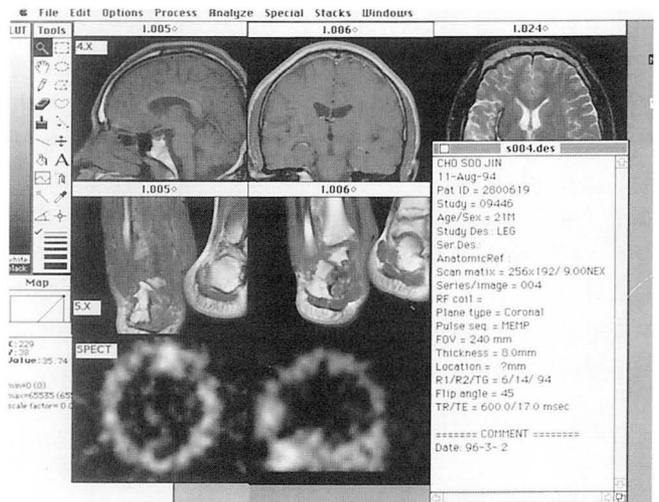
GE MR 4x, 5.x version images and SPECT images are displayed simultaneously. For convenience' sake each MR versions and "SPECT" are inscribed directly on the images and one of the "Info-txt" window is displayed.
